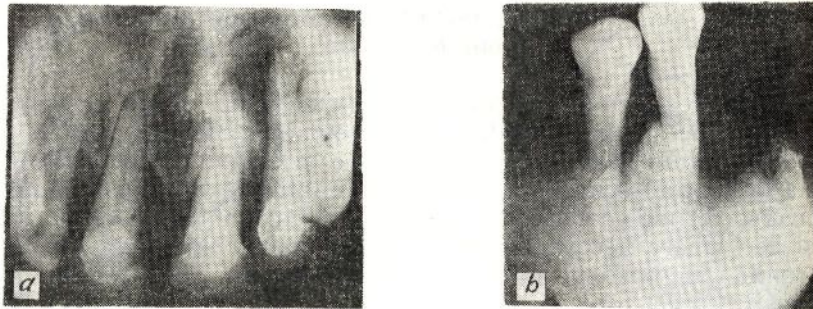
Radiografie intraorală: a — gradul obturației canalului radicular; b — dereglarea raportului coroană-rădăcină provocată de resorbția țesutului osos
